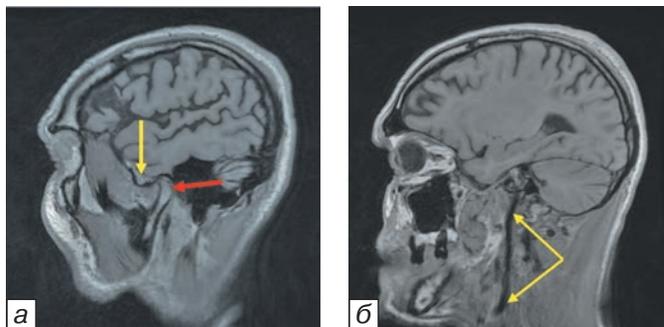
МРТ головы и шеи, T1-взвешенное изображение, сагиттальная проекция. А — визуализируется мыщелок левой нижней челюсти (красная стрелка) и суставное возвышение скулового отростка левой височной кости (желтая стрелка). Б — регистрируется кровоток по левой ВСА (указана желтыми стрелками).
